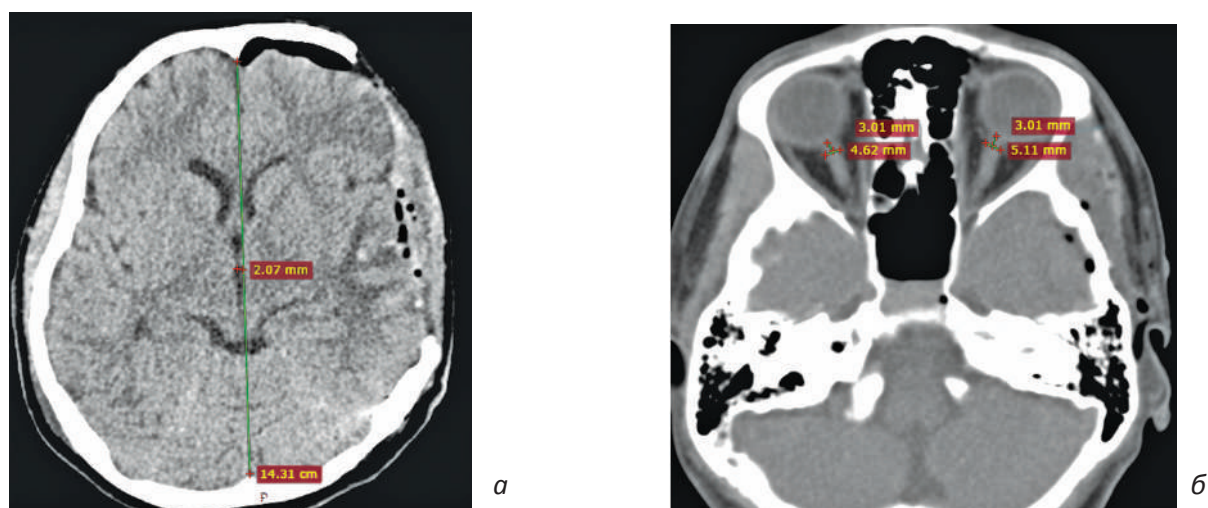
Послеоперационные снимки МСКТ: *а* – регресс дислокационного синдрома; *б* – уменьшение ДОЗН до 5,1 мм слева
